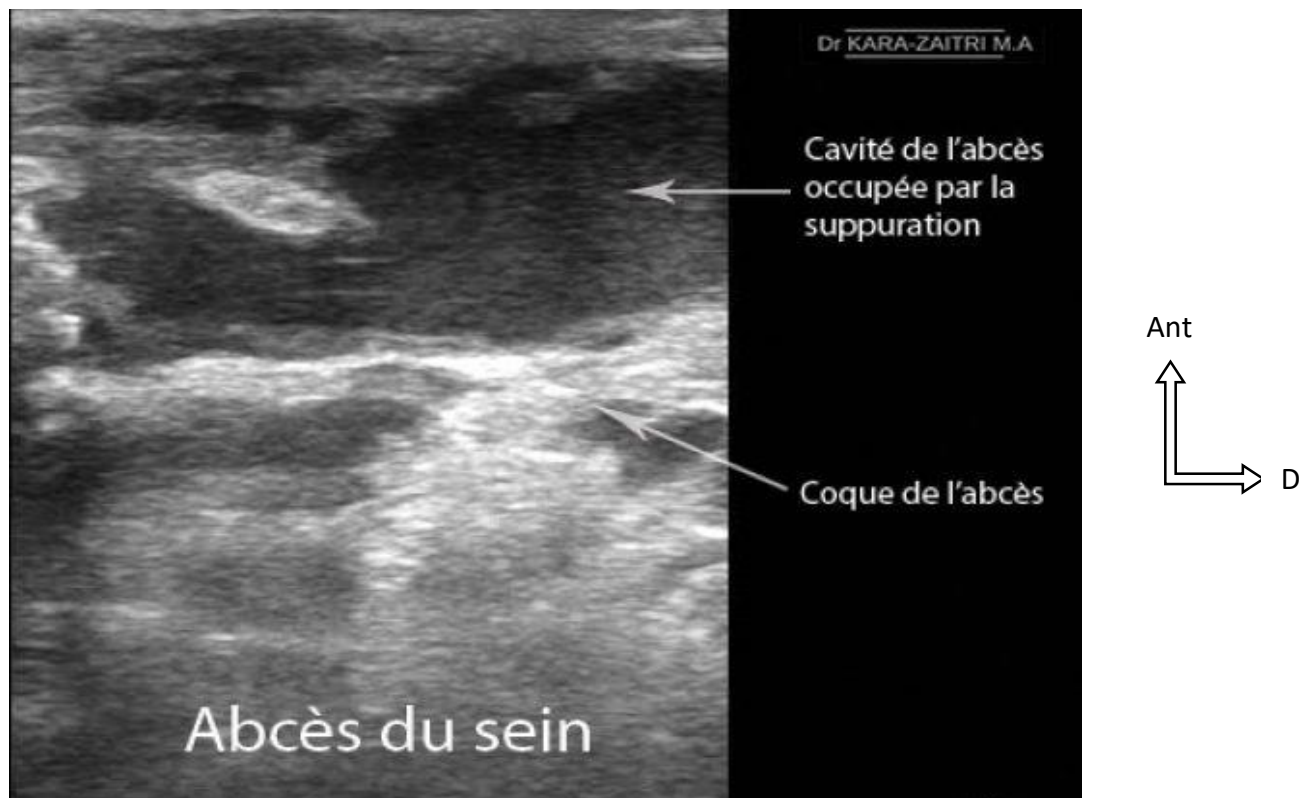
image échographique montrant un abcès du sein gauche [79]
